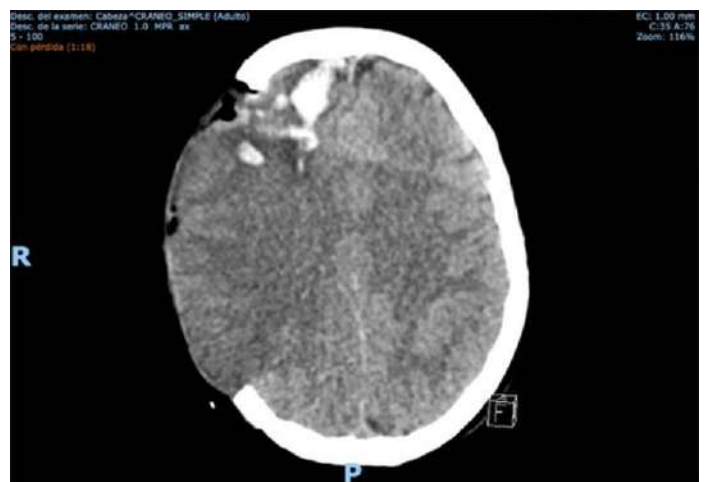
Tomografía computada de cráneo simple, posquirúrgica, con disminución importante del volumen del material hemático visualizado y de la compresión del sistema ventricular. Desviación de la línea media, con zonas de material hemático residual y edema vasogénico periférico.
